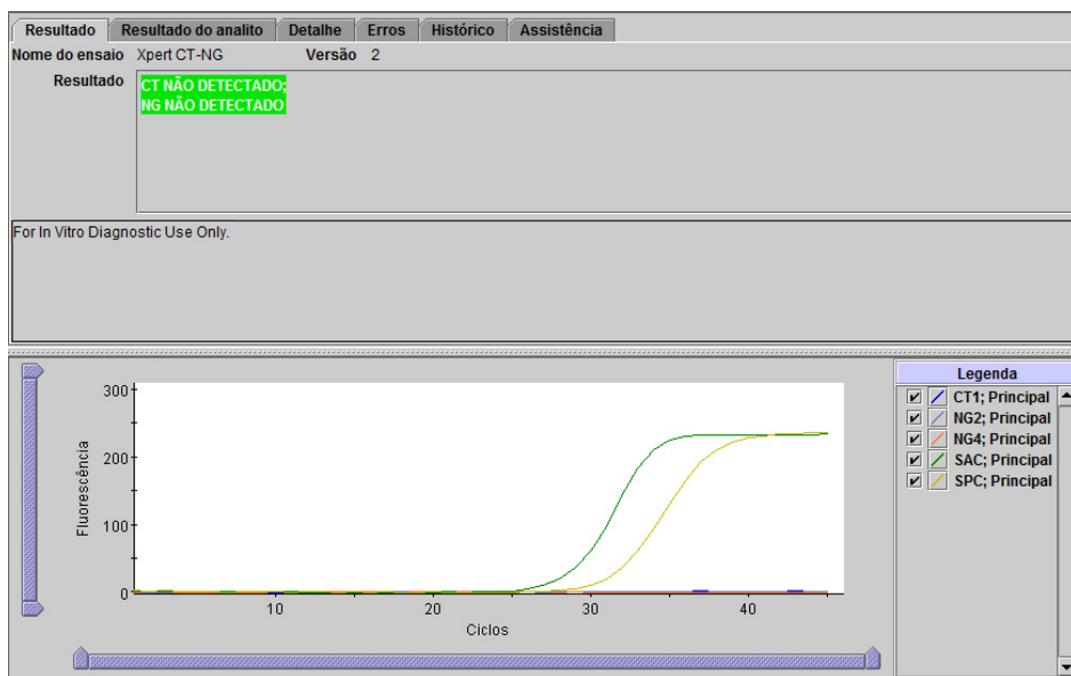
Xpert CT_NG - CT não detetado e NG não detetado
